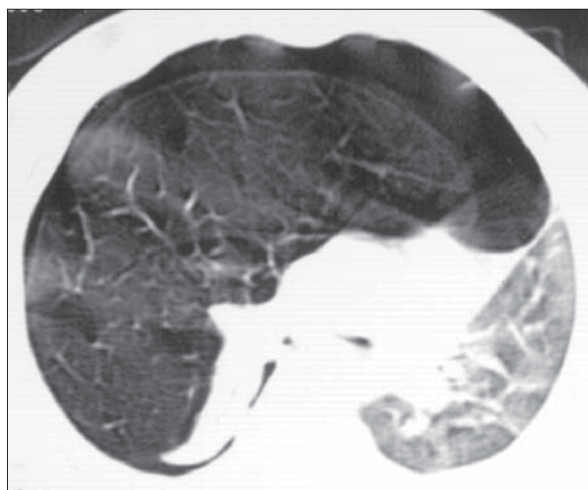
Pneumotorax drept. CT de torace în fereastră de parenchim pulmonar. Zonă hipodensă, aerică antero-laterală dreaptă situată între peretele toracic și foia viscerală a pleurei.
